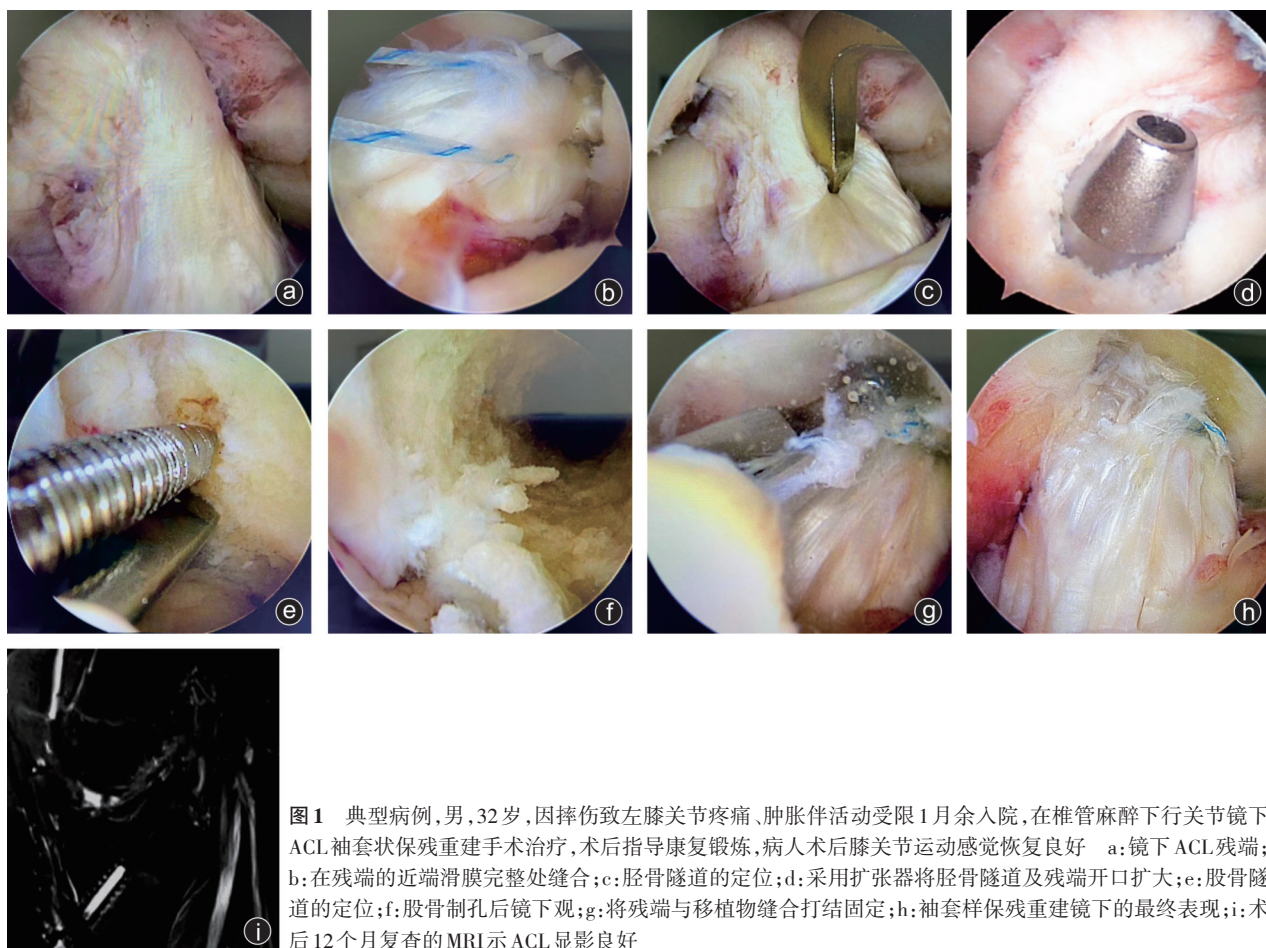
典型病例,男,32岁,因摔伤致左膝关节疼痛、肿胀伴活动受限1月余入院,在椎管麻醉下行关节镜下ACL袖套状保残重建手术治疗,术后指导康复锻炼,病人术后膝关节运动感觉恢复良好 a:镜下ACL残端;b:在残端的近端滑膜完整处缝合;c:胫骨隧道的定位;d:采用扩张器将胫骨隧道及残端开口扩大;e:股骨隧道的定位;f:股骨制孔后镜下观;g:将残端与移植物缝合打结固定;h:袖套样保残重建镜下的最终表现;i:术后12个月复查的MRI示ACL显影良好
